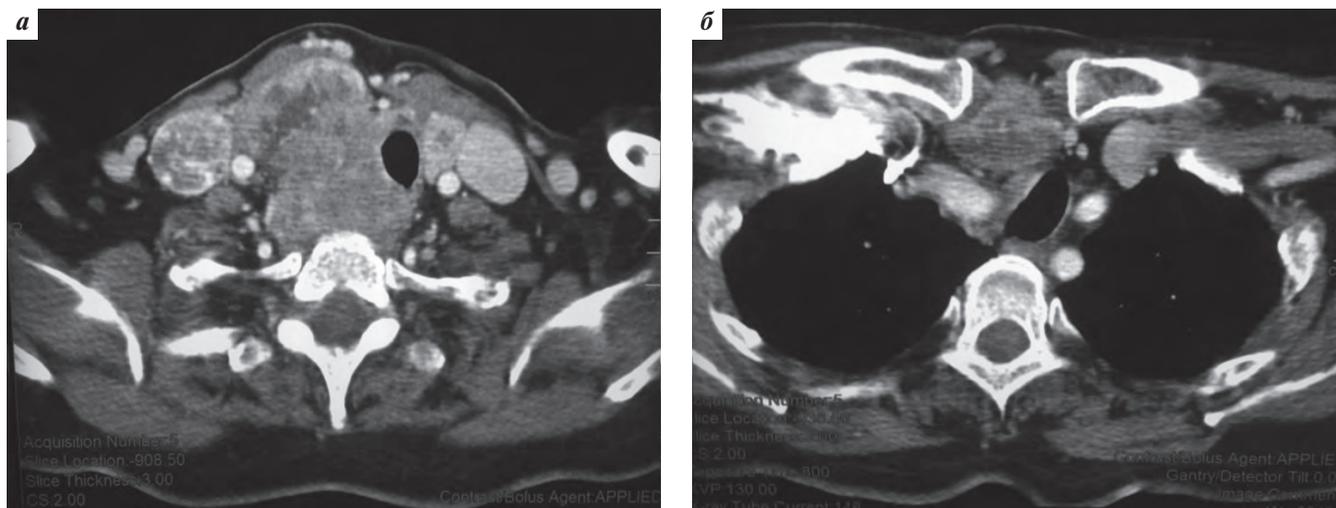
Аксиальные срезы КТ с внутривенным контрастированием мягких тканей нижней трети шеи: а – на уровне Th1 и I ребра; б – на уровне яремной вырезки (проекционно – позвонок Th3)
